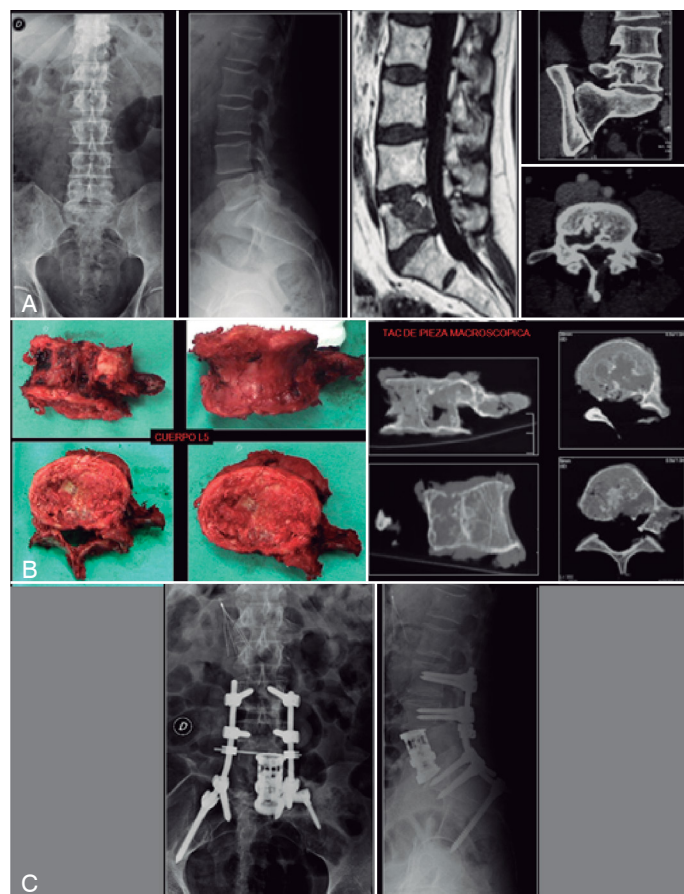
Caso 9: M 59 años. Cordoma de L5. A) Rx, RMN y TAC que muestran lesión extensa de cuerpo de L5. b) Pieza quirúrgica. Resección en bloque de L5 y TAC reconstrucción de la pieza. C) Reconstrucción mediante doble abordaje. Vía anterior mediante corpectomía y cage expandible + vía posterior artrodesis instrumentada desde L3 con fijación ilíaca.
